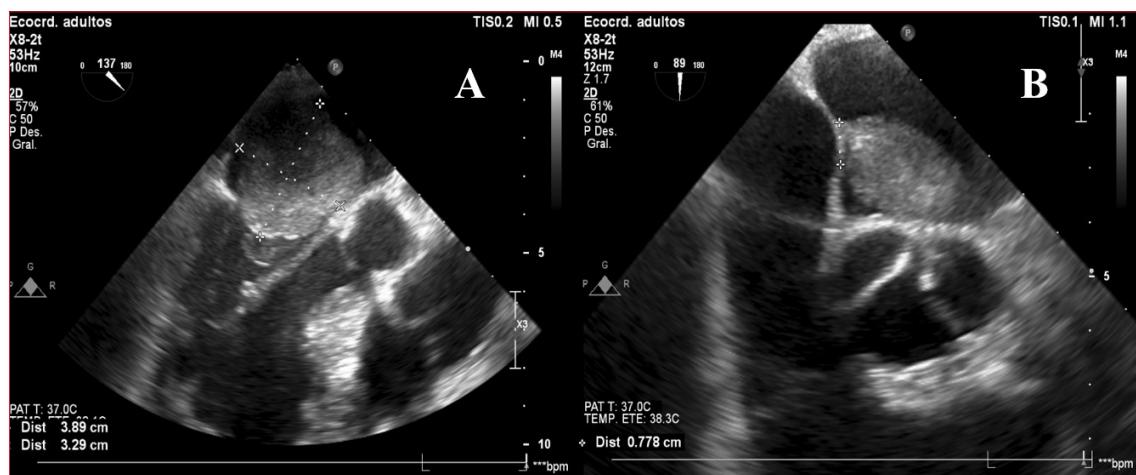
Ecocardiograma transesofágico intraoperatorio. A) Proyección en eje largo esofágico medio a 137°. Se evidencia una gran masa de 39 x 33 mm, redondeada, de bordes irregulares, a nivel de la aurícula izquierda, que proyecta al ventrículo izquierdo en diástole a través de la válvula mitral. B) Proyección en eje corto esofágico medio-superior a 89°. Se evidencia la masa intracardíaca ya mencionada, identificando claramente su pedículo con base de implantación de 8 mm de longitud en el septum interauricular. Las características descritas son compatibles con mixoma auricular.
